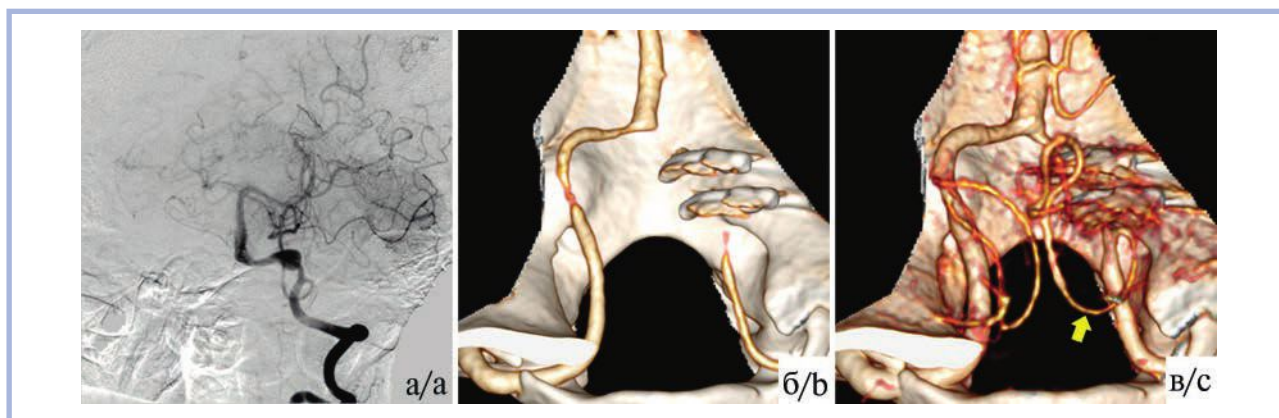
Треппинг фузиформной аневризмы ПАдист справа у пациентки М., 43 лет. Вертебральная ангиография до операции.
